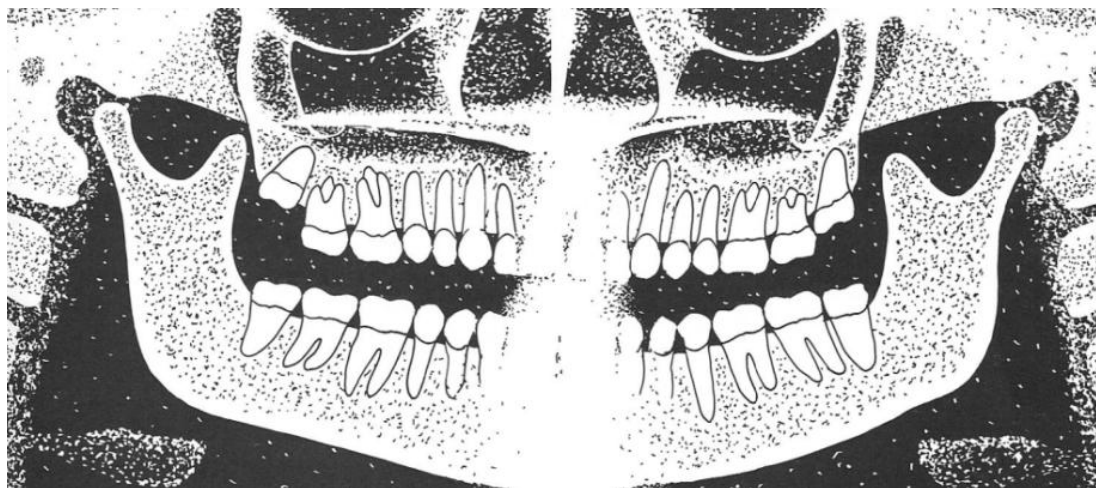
Sagittaalitaso kallistunut oikealle. (Kirjasta Langland O. et al. Panoramic Radiology. 1982.)
